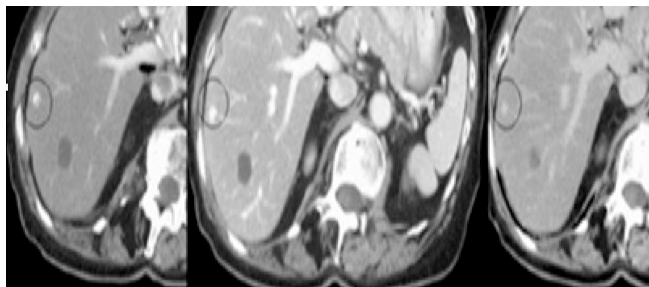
Examen computer tomografic cu substanță de contrast, secțiuni axiale, la o pacientă în vârstă de 67ani la care se evidențiază un mic hemangiom hepatic în segmentul VII iar în segmentul VIII o altă leziune hipodensă cu dimensiuni ușor mai crescute, leziune care prezintă tardiv mici bulgări iodofili periferici fără umplere completă, leziune hiperecogenă la examinarea ecografică – hemangiom atipic.
